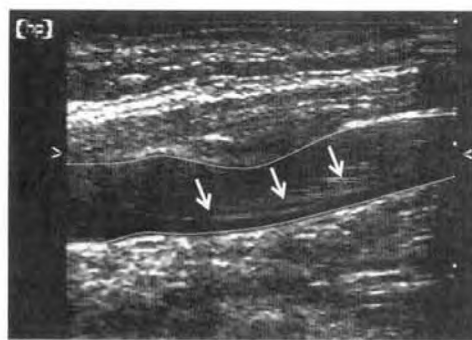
УЗИ-сканирование у пациента с антифо-сфолипидным синдромом
